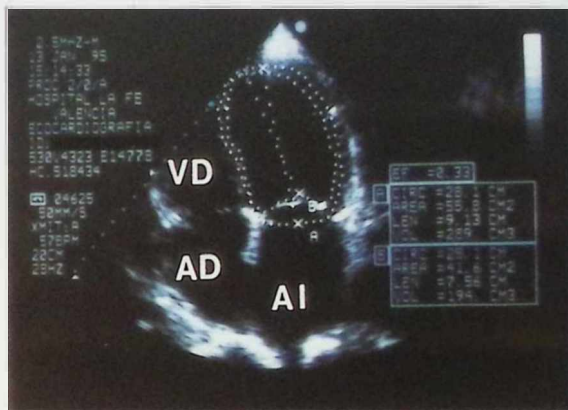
Ecocardiografía 2D. Plano apical de 4 cavidades. Se observa el modo de obtención de la fracción de eyección mediante el método de área-longitud, calculando los volúmenes a partir de estas medidas en telediástole (A) y telesístole (B). ABREVIATURAS: Como en figuras previas.
